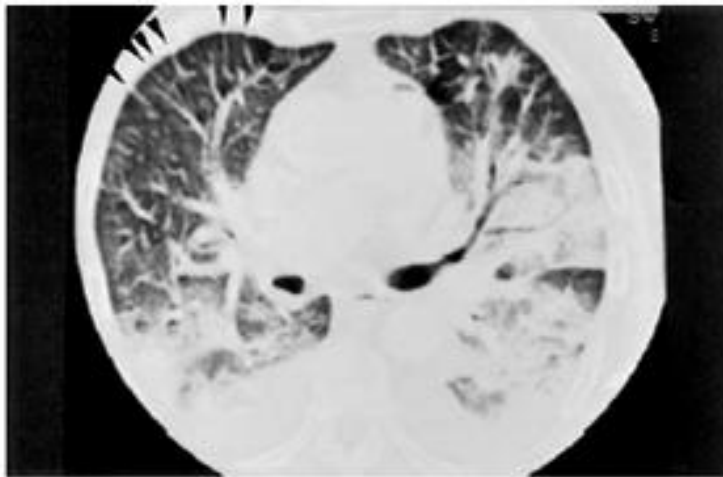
Acute pulmonary edema. (*Left panel*) CT. Regularly spaced, thickened interlobular septa are clearly visible touching the anterior surface of the lung (*arrows*). Here, an average distance of 7 mm separates each septum. (*Right panel*) Ultrasound equivalent. "The artifact" was found all over the anterior lung surface.
